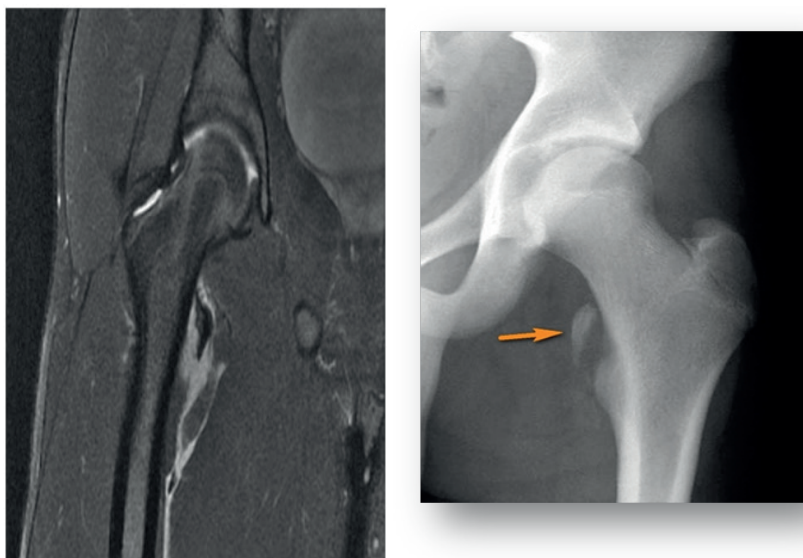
Рентгенограмма и М.Р.Т. в день получения травмы.
